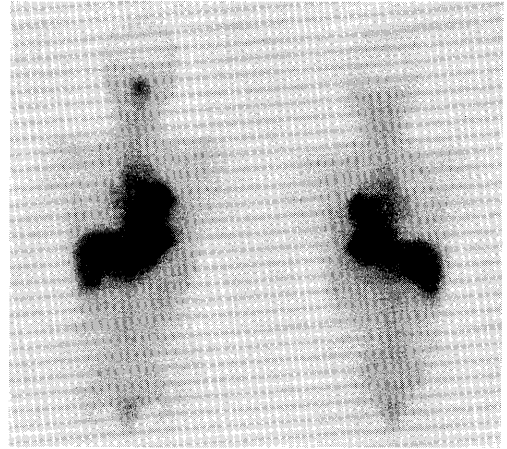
<sup>67</sup>Ga-citrate whole body scintigram
